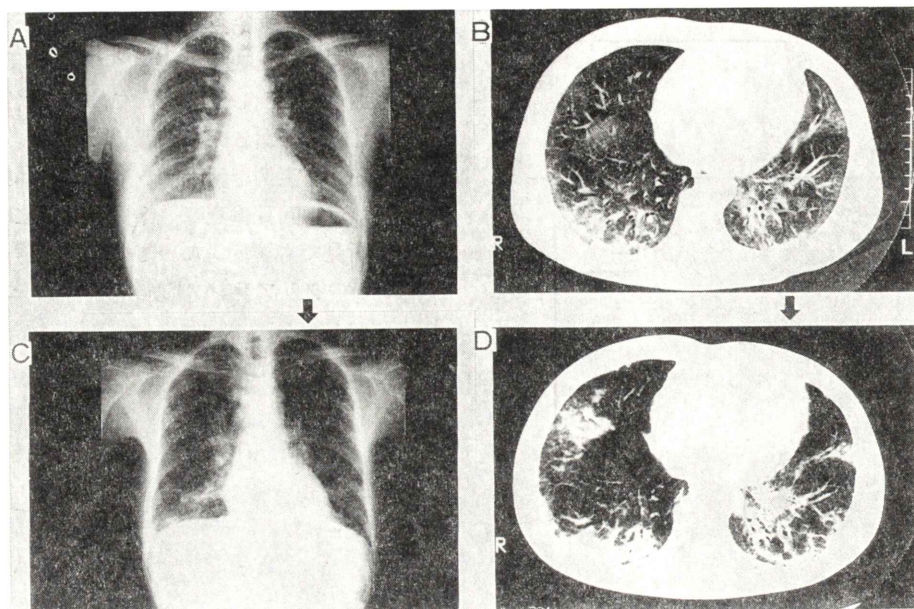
Chest X-ray (A, C) and computed tomography (B, D) of a 42-year old female (case 3) with progressive systemic sclerosis. In the 1st study (A, B), she had no symptom in spite of accelerated $T_{1/2}$ of 27.1 min (normal controls: 76.8 ± 8.7 min). However, 19 months later (C, D), fibrotic changes progressed and dyspnea on effort appeared ($T_{1/2}$: 30.7 min).
